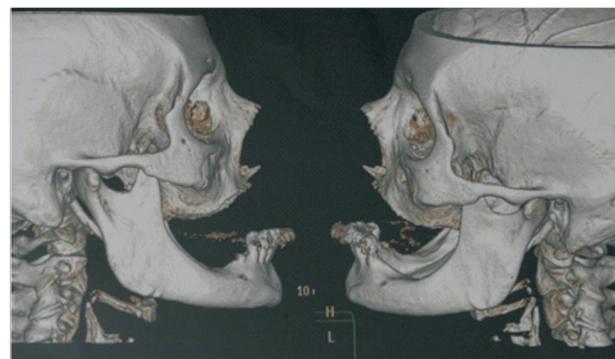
B. Tomografía computada, se observa ausencia reborde maxilar superior
